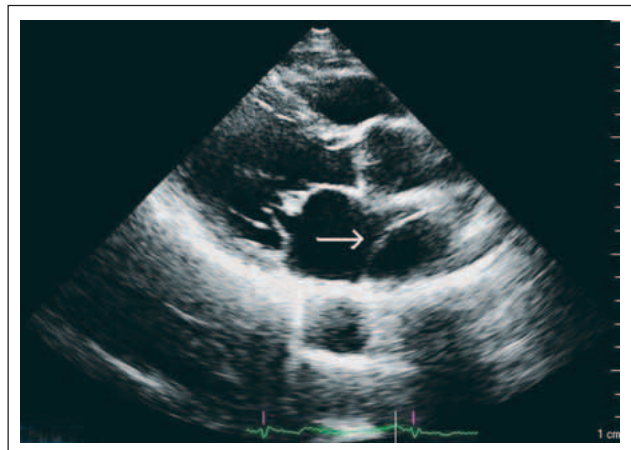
Parasternal lange Achse. Pfeil in Richtung der Membran im linken Vorhof.
